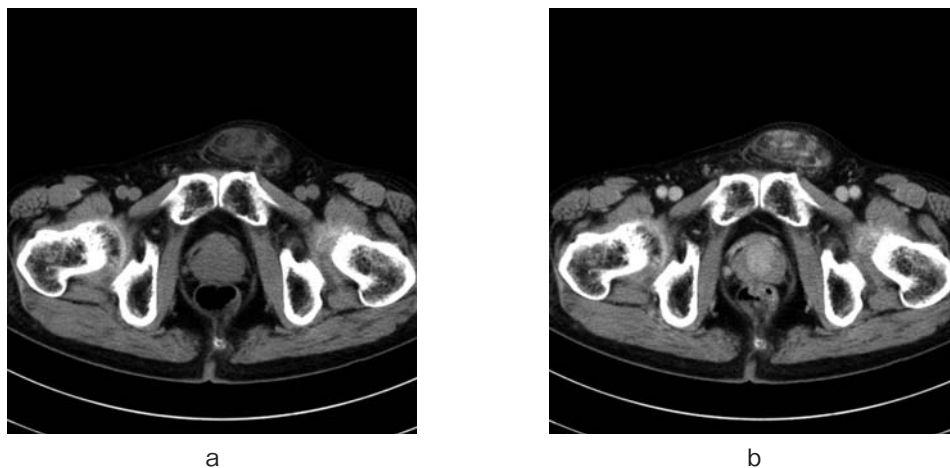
a: A computed tomography scan showing a well-defined, solid mass. b: The mass is isodense compared to the surrounding adipose tissue, but it shows partial enhancement with the contrast medium.
